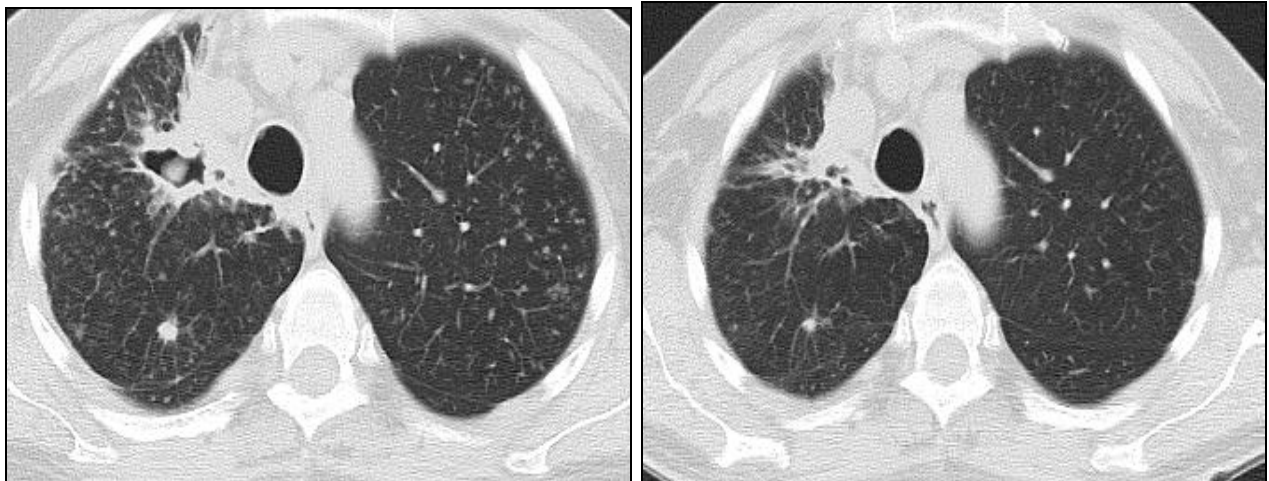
МСКТ ОГП до початку лікування
